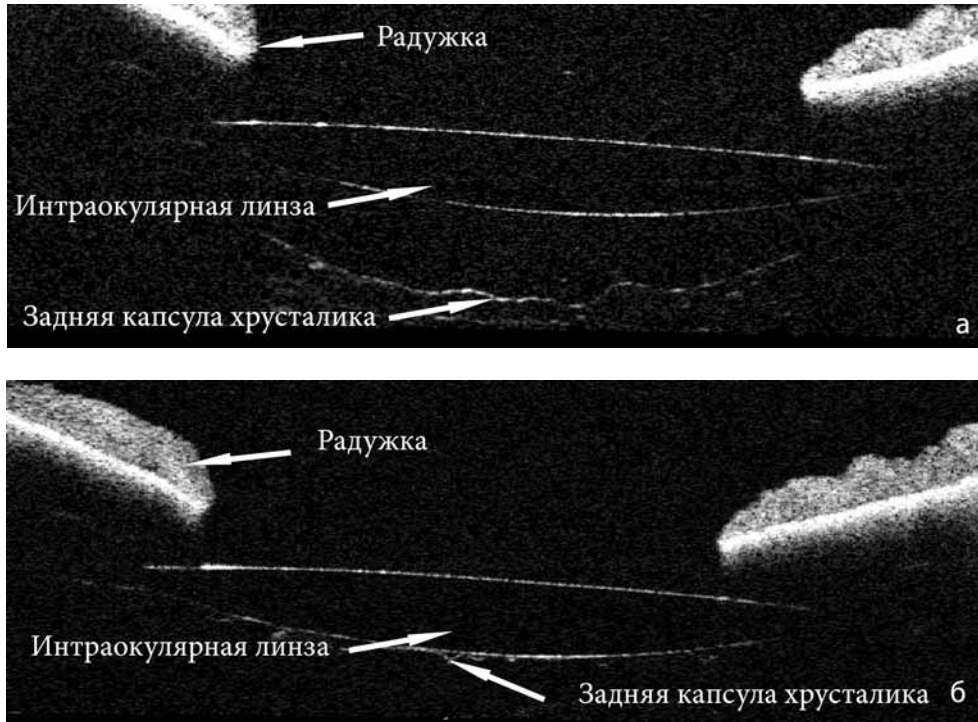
Оптическая когерентная томография переднего отрезка глазного яблока: а – 1-е сутки; б – 10-е сутки после операции у пациента с переднезадней осью глаза 25,76 мм
